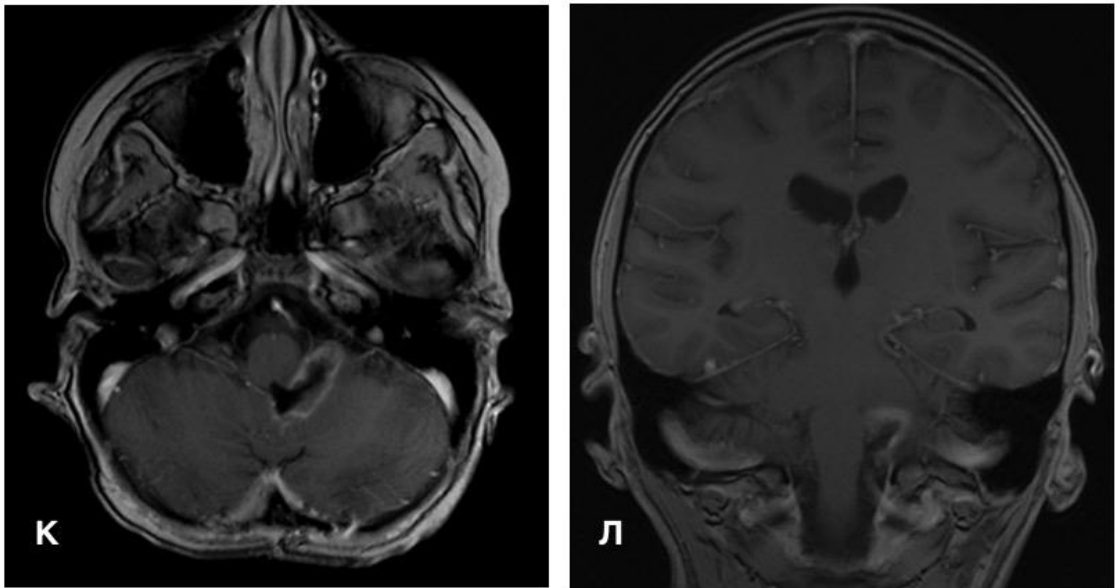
Данные контрольной МРТ головного мозга пациентки С., выполненной через месяц после операции. К – T1+C аксиальная плоскость; Л – T1+C коронарная плоскость
